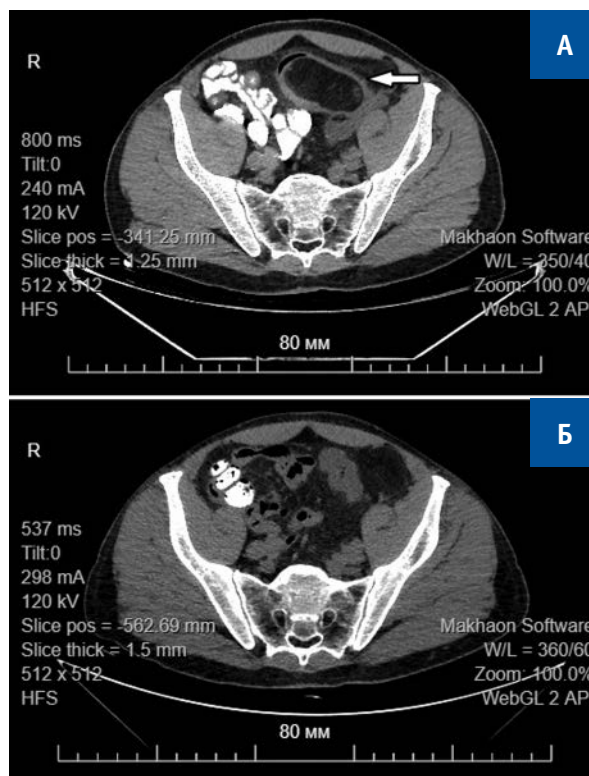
КТ органов брюшной полости (А; новообразование отмечено стрелкой) и после самоампутации липомы (Б)
